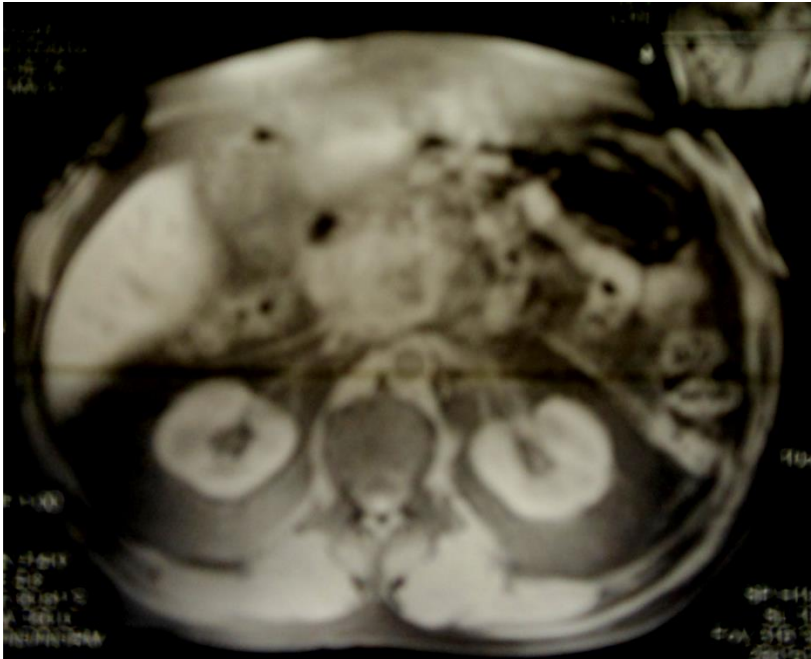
МРТ-грамма с увеличением размеров ПЖ
